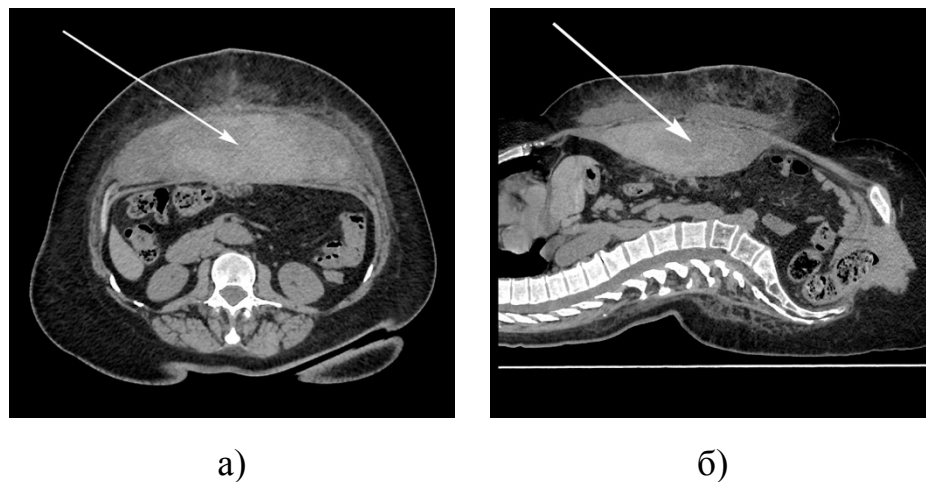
Пациентка С., 52 г. Диагноз: Послеоперационная грыжа, M2-4W3. Птоз передней брюшной стенки. Ожирение III степени. Герниопластика TAR (по Y.W. Novitsky). Послеоперационная ретромускулярная гематома передней брюшной стенки (указана стрелкой). МСКТ брюшной полости и передней брюшной стенки: а – вид сбоку, б – вид в саггитальной проекции
